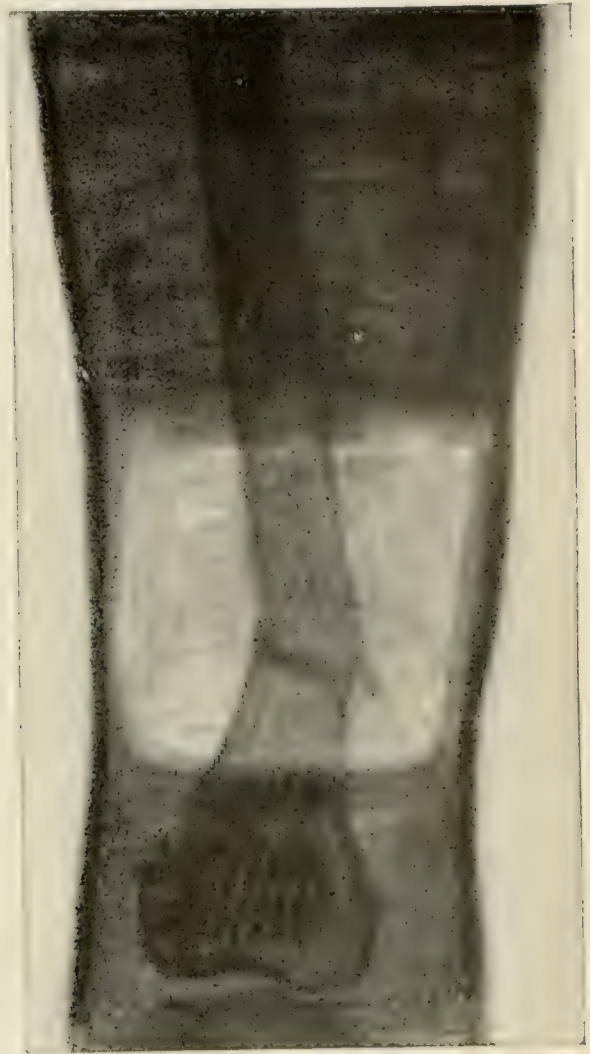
Die Reduktion der Fraktur ist in Narkose gemacht worden: Radiographie die durch ein Fenster im Gipsverband genommen ist. Die Verschiebung ist dieselbe geblieben trotz der starken Traktionen die am Fuß gemacht wurden.
